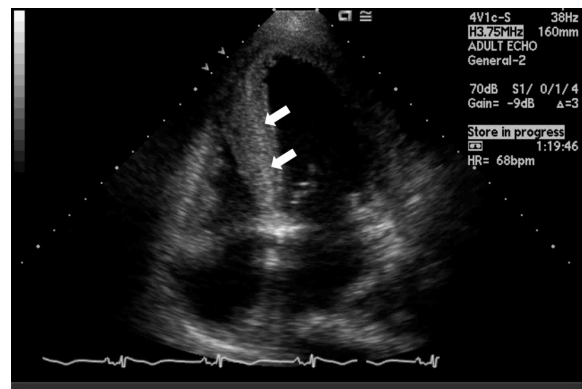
Parasternal long-axis view of echocardiography shows mild left ventricular thickening and increased echogenicity of the myocardium (granular sparkling, arrow).
